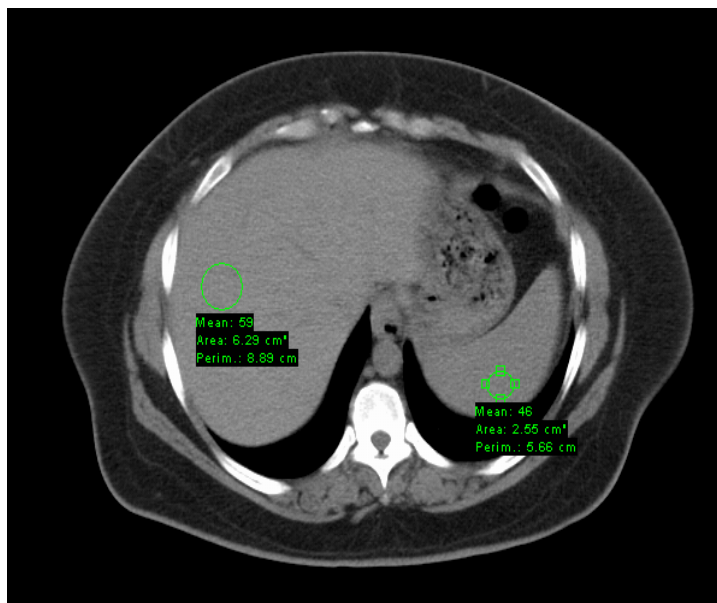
Imagem de tomografia computadorizada ao nível do fígado e baço, usada para medida das densidades hepática e esplênica.
